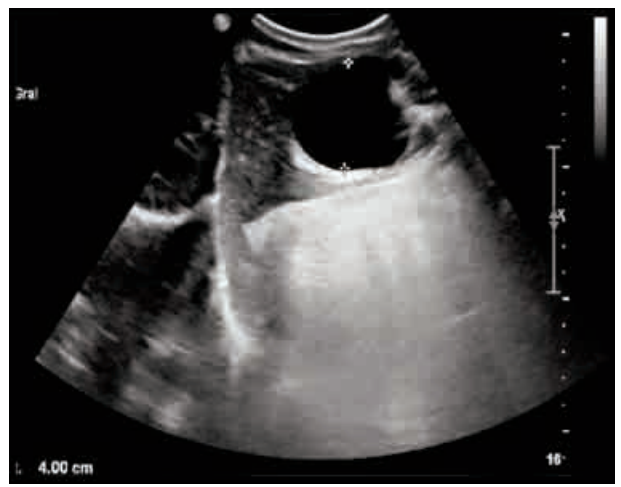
Ecografía torácica: en LSD estructura quística bien definida de paredes finas con un tamaño de 4 cm.
